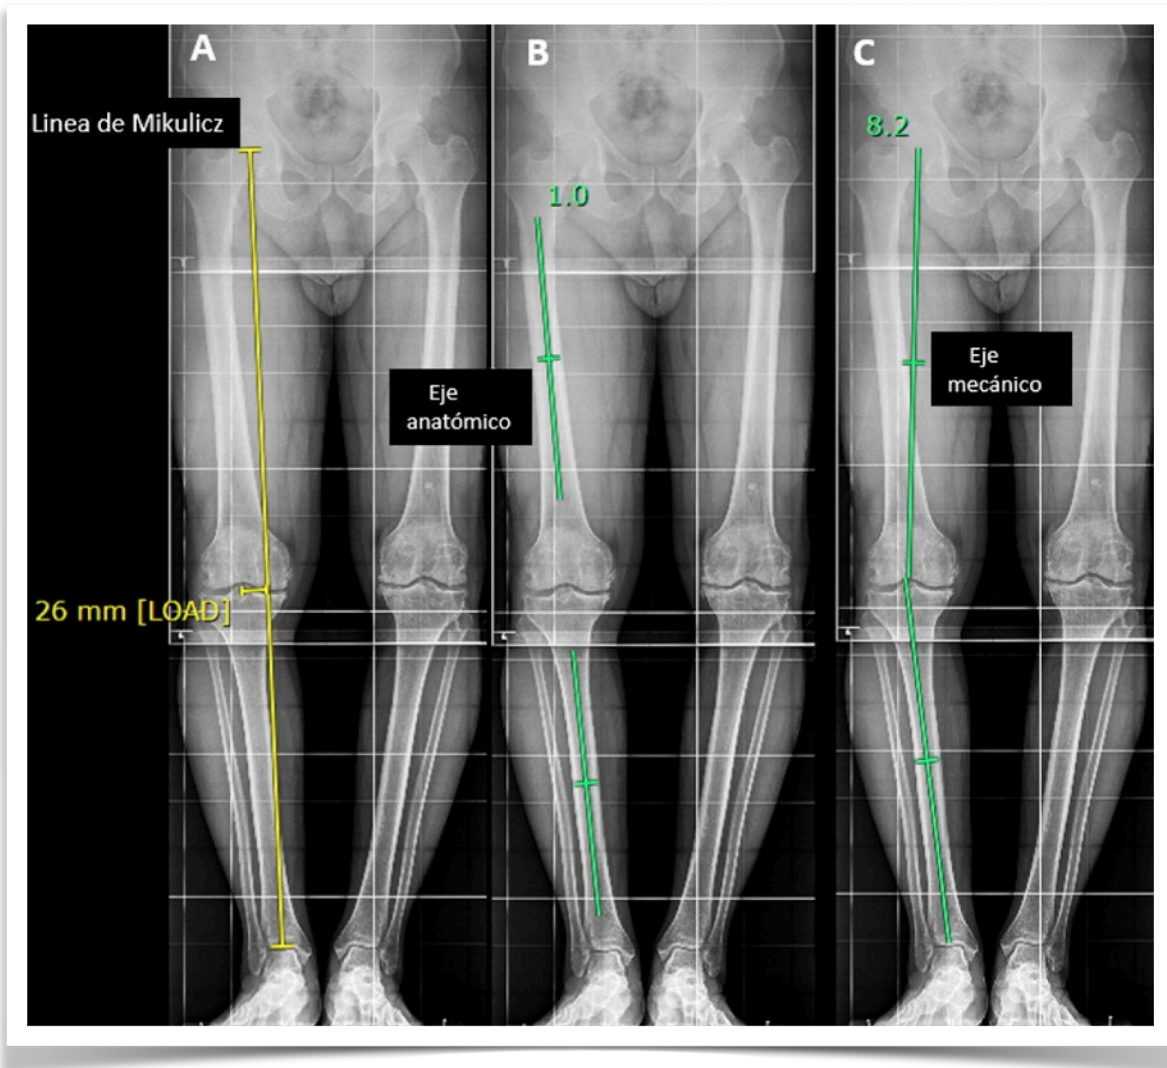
Telerradiografía de extremidades inferiores anteroposterior. En A, se dibuja la línea de Mikulicz, observando que la línea a nivel de la rodilla pasa a 26mm del centro de la articulación, por lo tanto, el eje de la extremidad está en varo. En B, se observa la medición del ángulo anatómico de la extremidad, la cual es de -1° (1° de varo). En C, se muestra la medición del ángulo mecánico en 8° confirmando el eje en varo de la extremidad. Por otra parte, se confirma la relación entre el eje anatómico y mecánico de la extremidad, existiendo en este caso 7° de diferencia.
